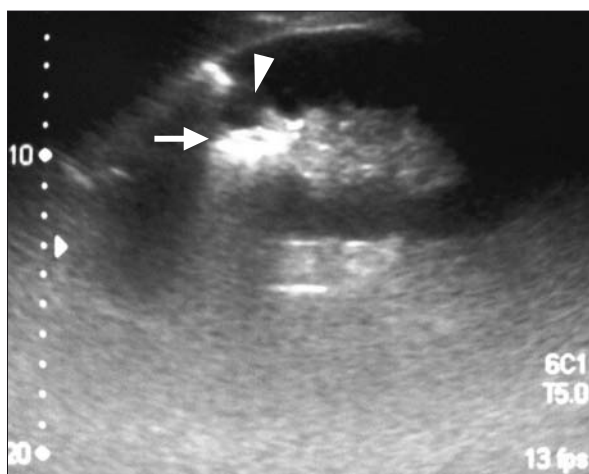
Ecografía renal.
